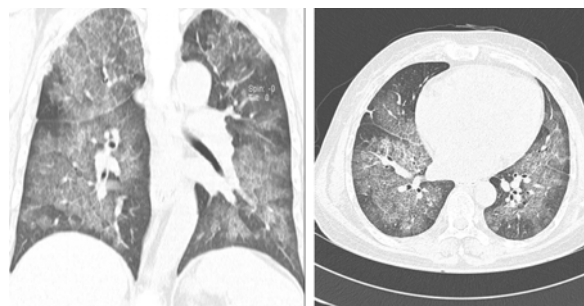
HRCT showing diffuse ground glass opacity and interlobular septal thickenings in both lungs. Peripheral lungs are relatively preserved.
